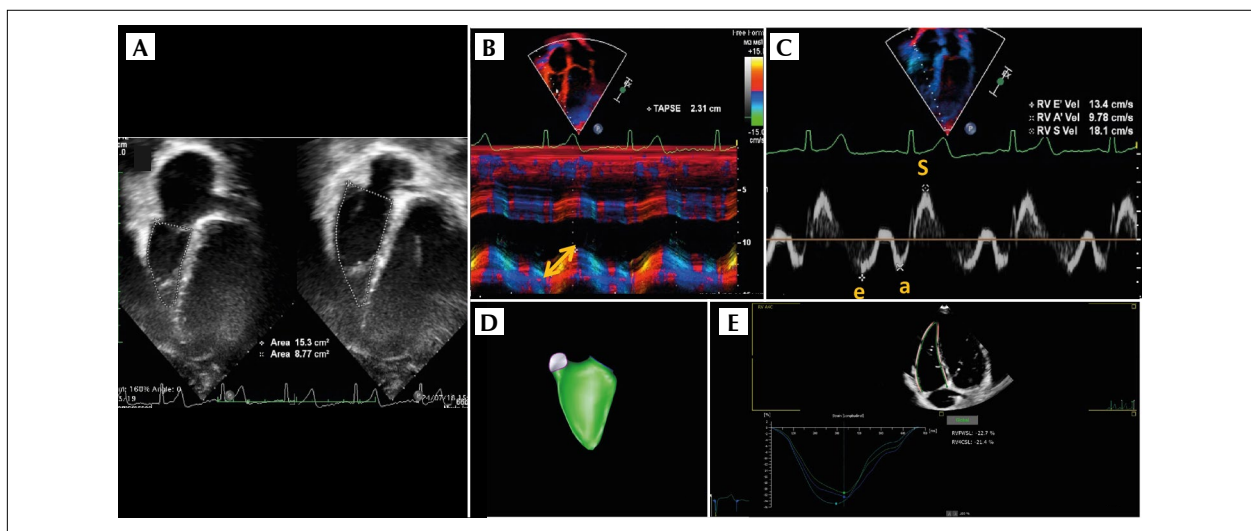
Avaliação da função sistólica do ventrículo direito. (A) Variação de área fracional do ventrículo direito. (B) Deslocamento do anel tricúspide durante a sístole. (C) Avaliação com Doppler tecidual mostrando as velocidades do anel tricúspide na parede lateral do ventrículo direito. (D) Análise tridimensional dos volumes e fração de ejeção do ventrículo direito. (E) Plano apical 4 câmaras com enfoque no ventrículo direito para realização de strain longitudinal do ventrículo direito.
